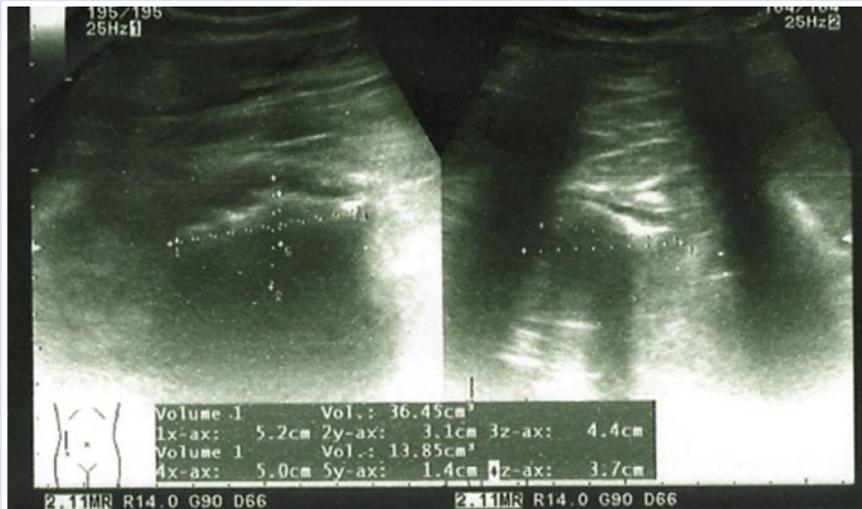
Динамическое УЗИ левой почки от 09.08.2022 г.
